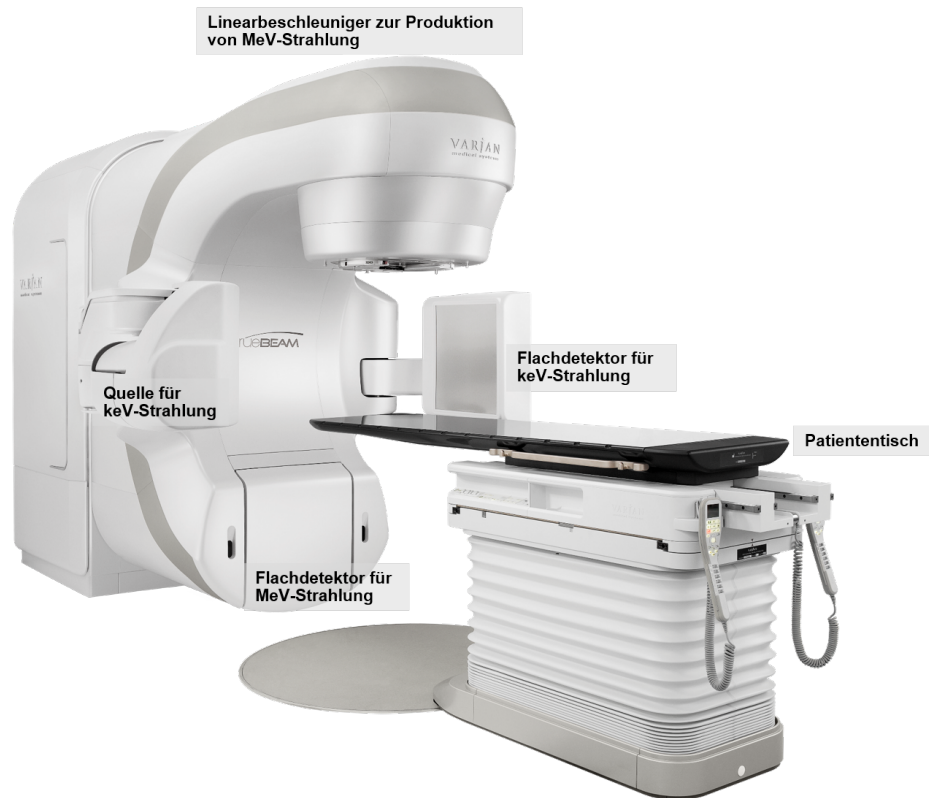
Der TrueBeam Linearbeschleuniger, Varian Medical Systems, wird gewöhnlich in der Strahlentherapie eingesetzt. Die in dieser Arbeit vorliegenden CBCT Aufnahmen wurden auf Geräten diesen Modells erzeugt. Ein modernes Strahlentherapie besitzt einen Linearbeschleuniger zur Erzeugung der therapeutischen Strahlung, ein integriertes Bildgebungssystem bestehend aus Röntgenquelle und Flachdetektor sowie einer verstellbaren Patientencouch, um den Tumor des Patienten von möglichst vielen Seiten bestrahlen zu können. Das Bild wurde von Varian Medical Systems zur Verfügung gestellt.
